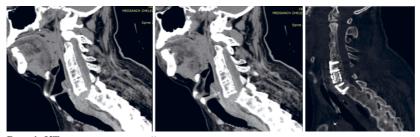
КТ-исследование шейного отдела позвоночника пациента с quad-лихорадкой до и после хирургической стабилизации позвоночника.
